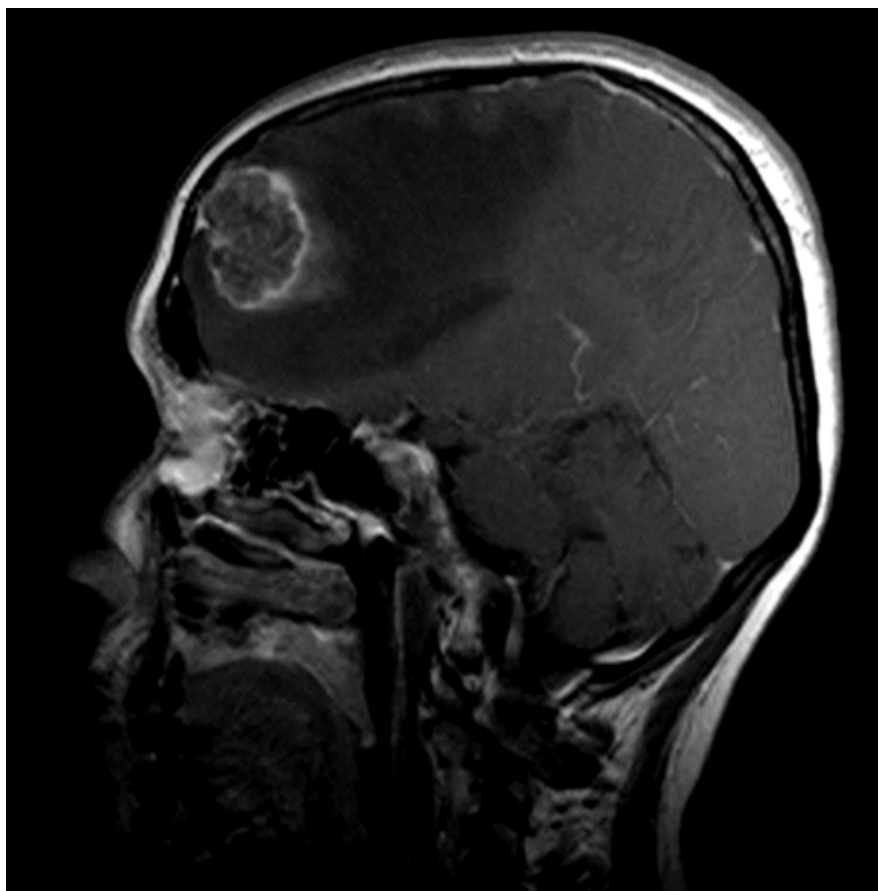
T1 se sag KM-MRT-Aufnahme Subtyp "Breakout" (Universitätsklinikum Regensburg)
